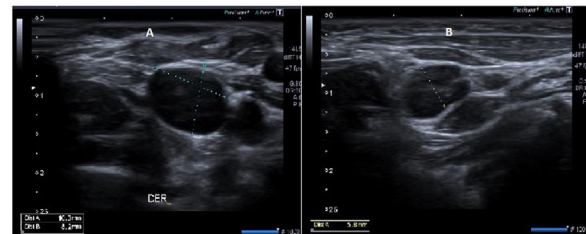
Ecografía: A) Vena yugular interna derecha al realizar maniobra de Valsalva, con un tamaño de 8,2 × 10,3 mm. B) Vena yugular izquierda en reposo, con un tamaño de diámetro máximo de 5,8 mm.
